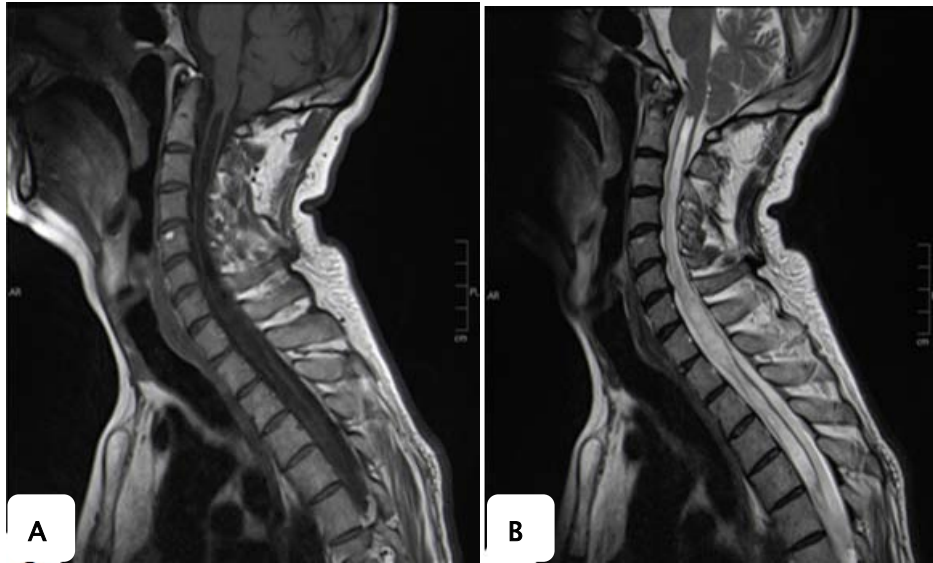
Coupe sagittale d'une IRM occipito-cervicale en hyposignal T1 (A), hypersignal T2 (B) montrant une cavité syringomyélique centro-médullaire cervico-dorsale étendue de C1 à D11 par obstacle extra médullaire, associée à une malformation de Chiari type I, et une lordose cervicale et cyphose dorsale. (Service de radiologie CHU Med VI)
